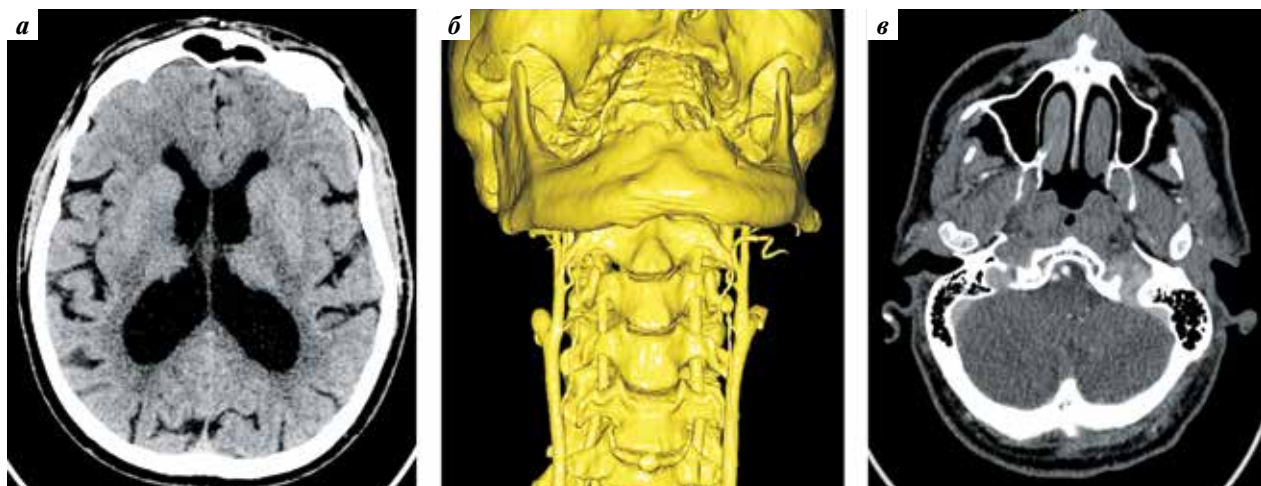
Данные КТ головного мозга после ухудшения состояния пациента (01.08.2022): а – значимых очагов ишемии нет (нативная КТ); б – окклюзия внутренней сонной артерии (ВСА) с обеих сторон (3D-реконструкция данных КТ-ангиографии); в – контрастирование обеих ВСА отсутствует (аксиальный срез, КТ-ангиография на уровне основания черепа)
